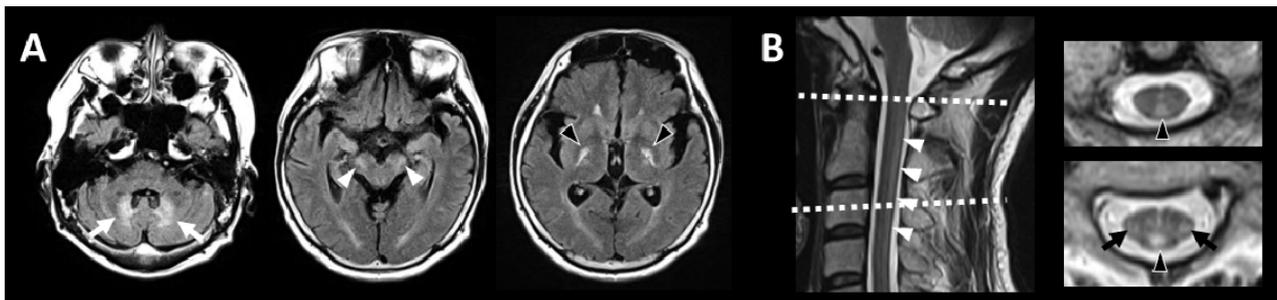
脳腱黄色腫症患者のMRI所見 (A) 脳MRI FLAIR画像 (Intern Med 53: 2725-2729, 2014<sup>18</sup>)より転載). 小脳歯状核 (白矢印), 皮質脊髓路 (白矢頭), 淡蒼球 (黒矢頭) に高信号を認める. (B) 脊髄MRI T2強調画像 (神経内科 86: 368-373, 2017<sup>24</sup>)より転載). 頸髄後索 (黒矢頭) および側索 (黒矢印) に長軸方向に長い高信号 (白矢頭) を認める.
